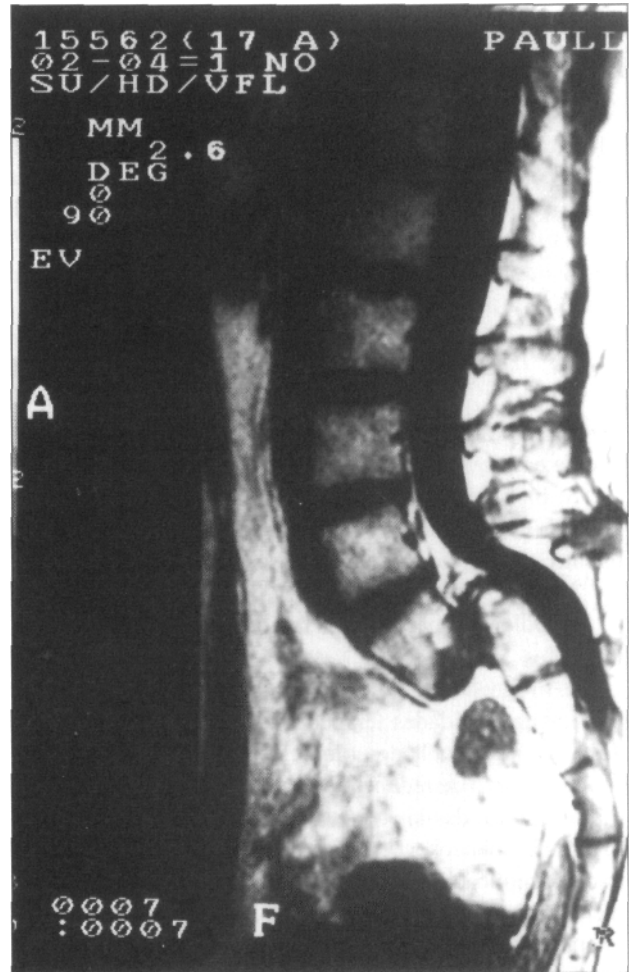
Resonancia magnética preoperatoria. E. ptosis L5.
